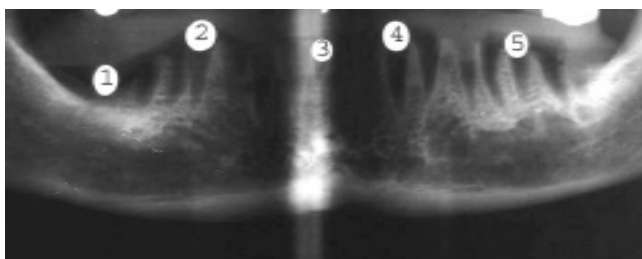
Marcadores mandibulares en la ortopantomografía seccionada.
